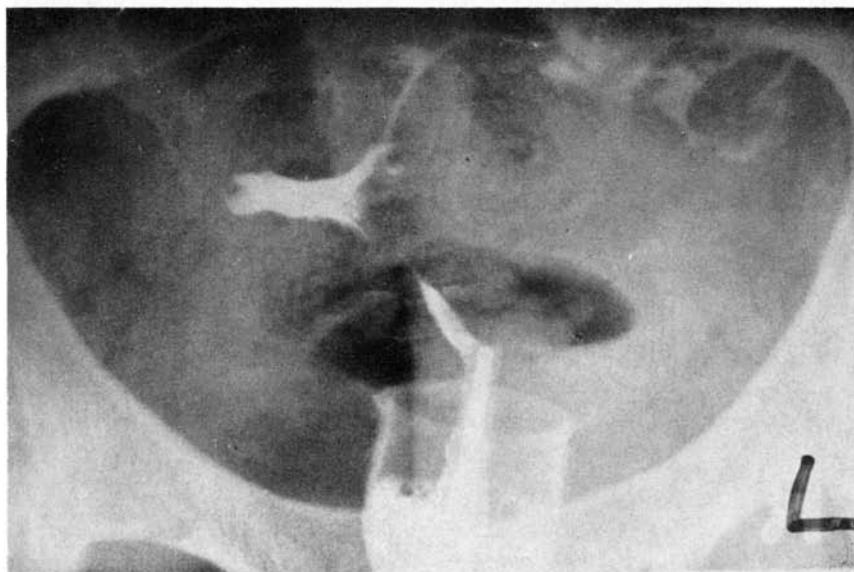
Two months after transplantation. X-ray visualization of the right oviduct.
